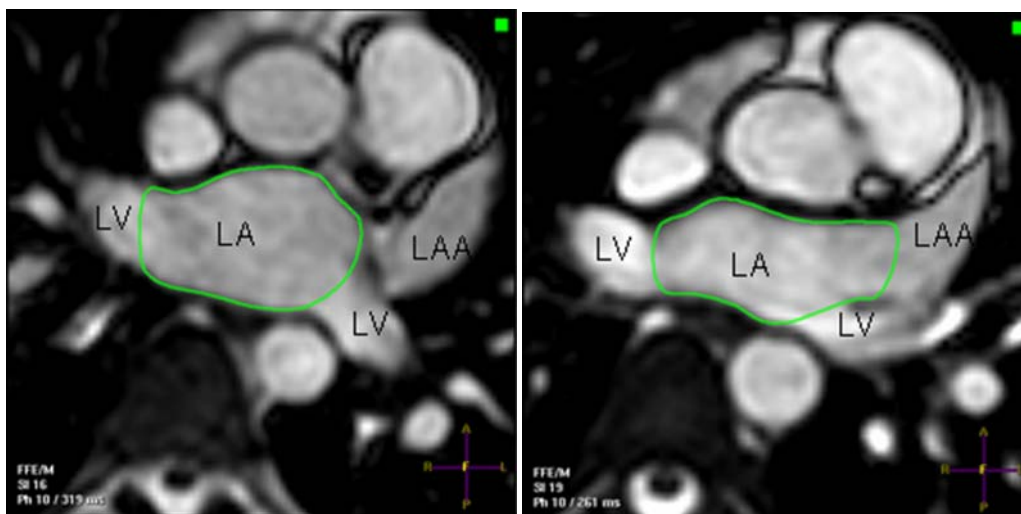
Darstellung der Abgrenzung des LV und LAA vom LA in MRT-Bildern.
